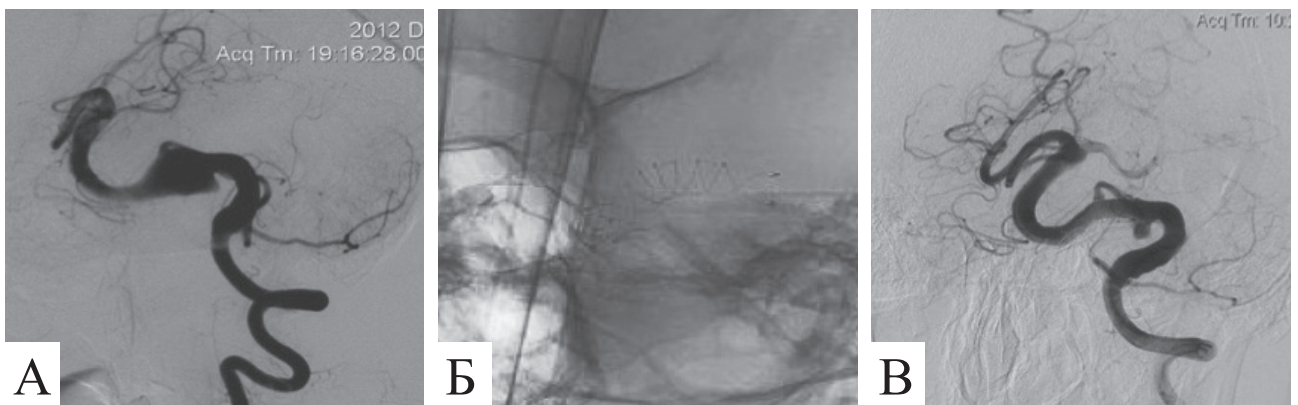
Фузиформна аневризма основної артерії. Церебральна ангиографія: А — до операції; Б — стент LEO PLUS у просвіті основної артерії; В — контрольне обстеження через 6 міс після операції
